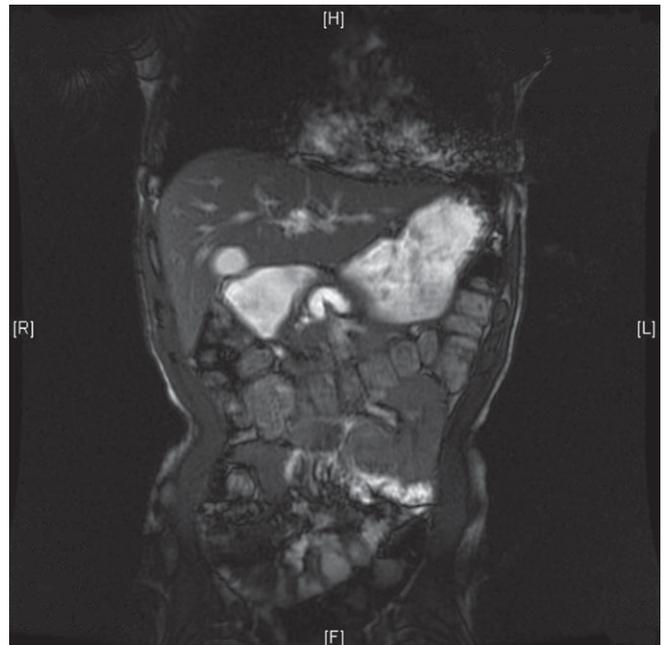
Ressonância magnética abdominal (corte coronal).
